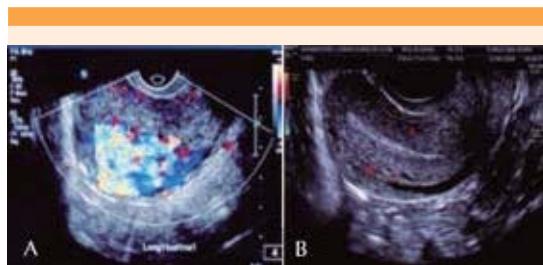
Ultrasonido Doppler. A) Evaluación inicial que muestra imagen en ovillo; y B) Estudio de control (16 días después de la evacuación de los restos ovuloplacentarios).
